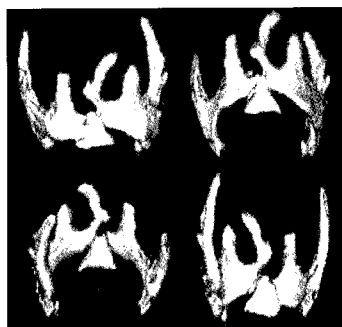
Preoperative 3-D reconstruction CT scan. It shows that thyroid cartilage was fractured with 3 pieces and displaced.
